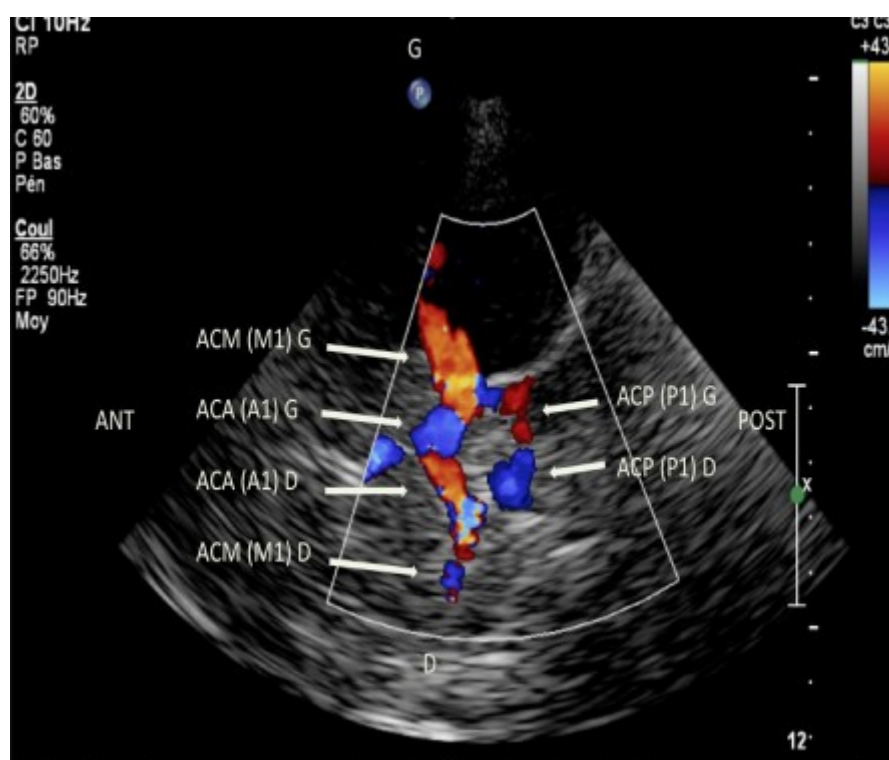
Polygone de Willis en écho-doppler couleur par abord temporal gauche avec annotation des premiers segments de ses trois principales artères efférentes.
